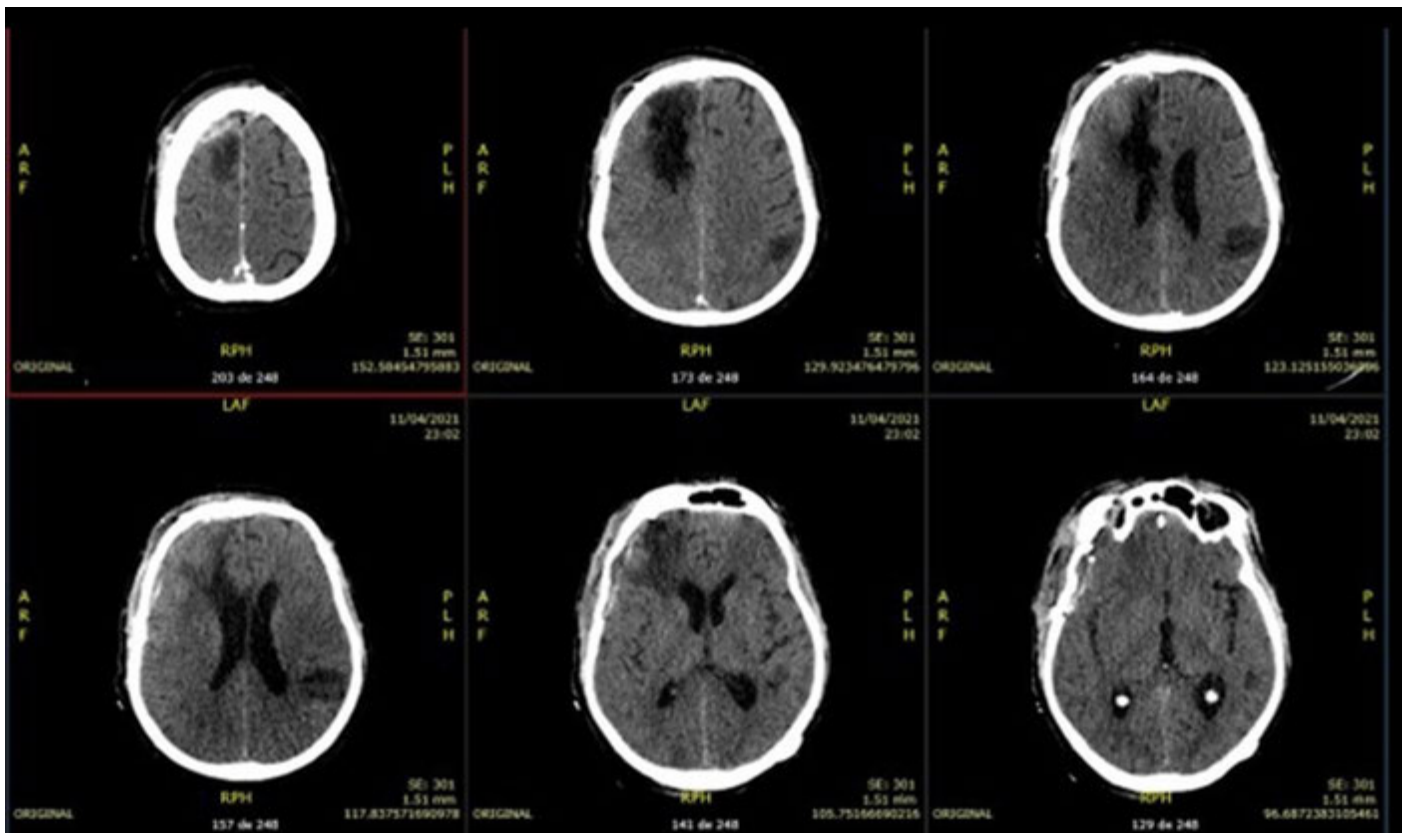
Post-operative cranial TC.
